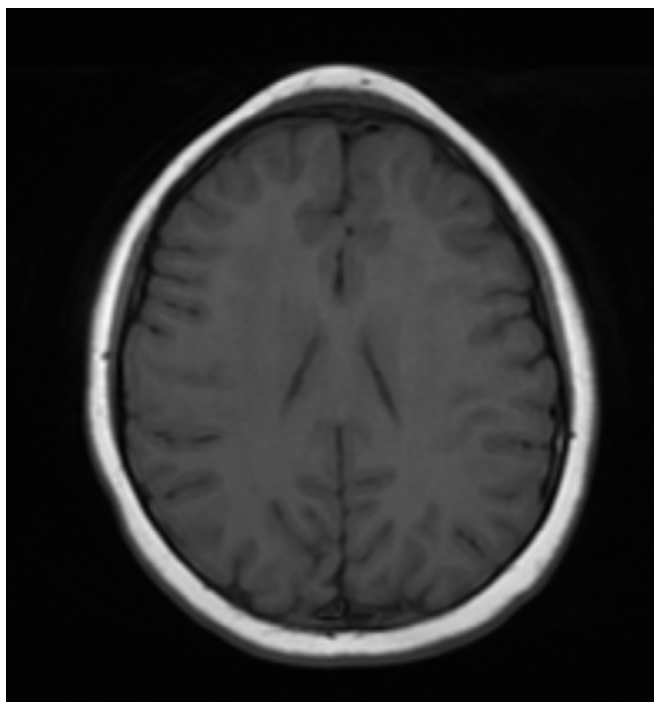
RMN che evidenzia la risoluzione in sede frontale delle note raccolte ascessuali e della componente edemigena delle parti molli periscleritiche adiacenti.
